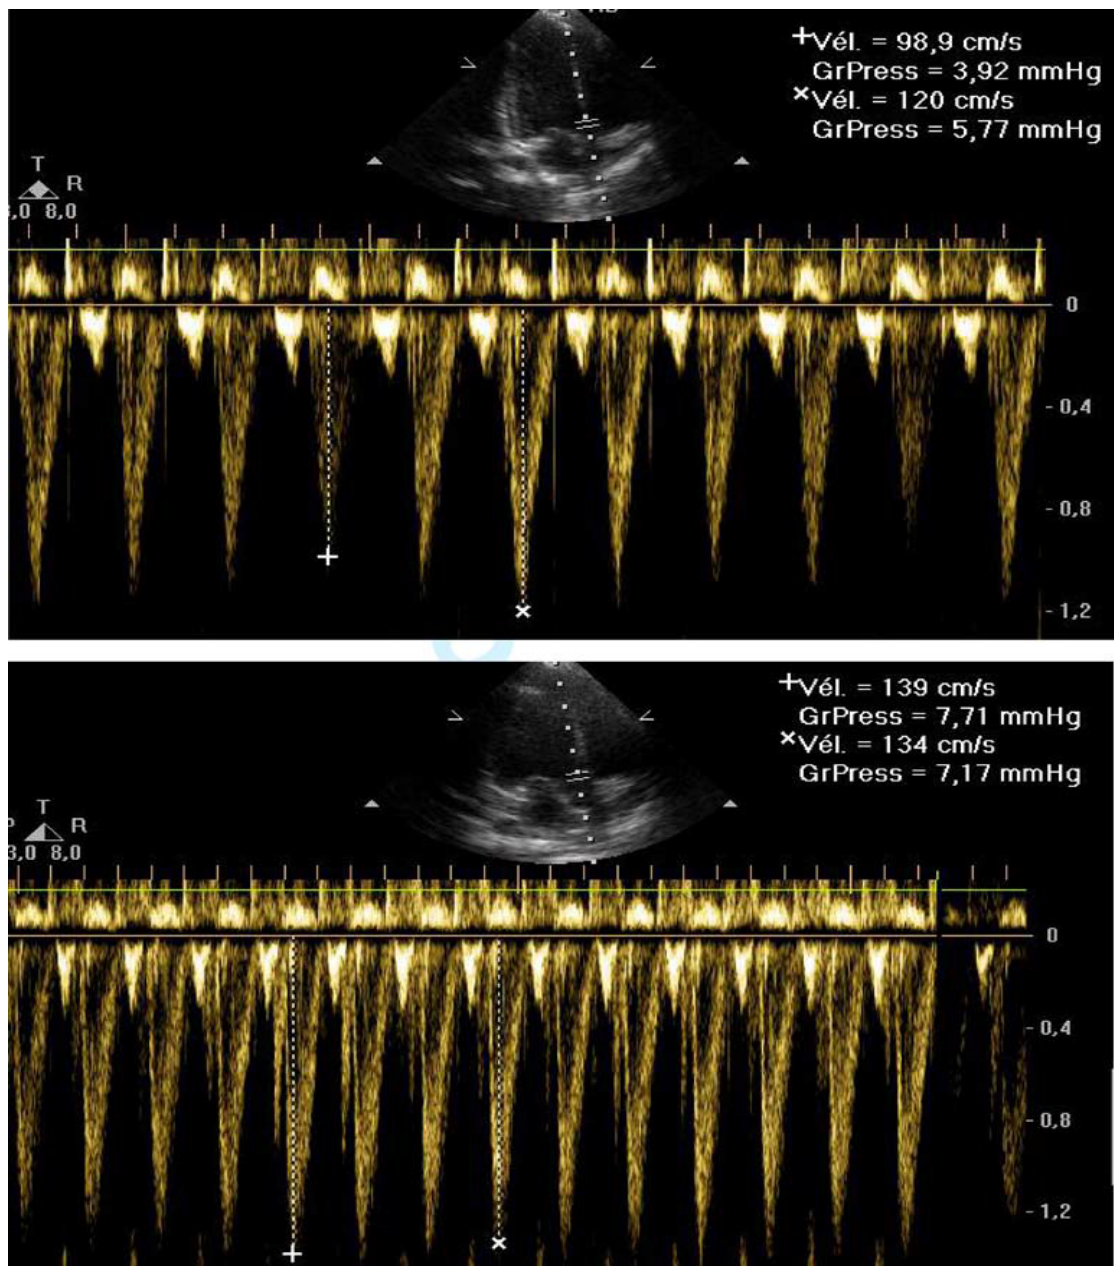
Les_variations du Vpeak en mode Doppler avant et après remplissage vasculaire [68]
